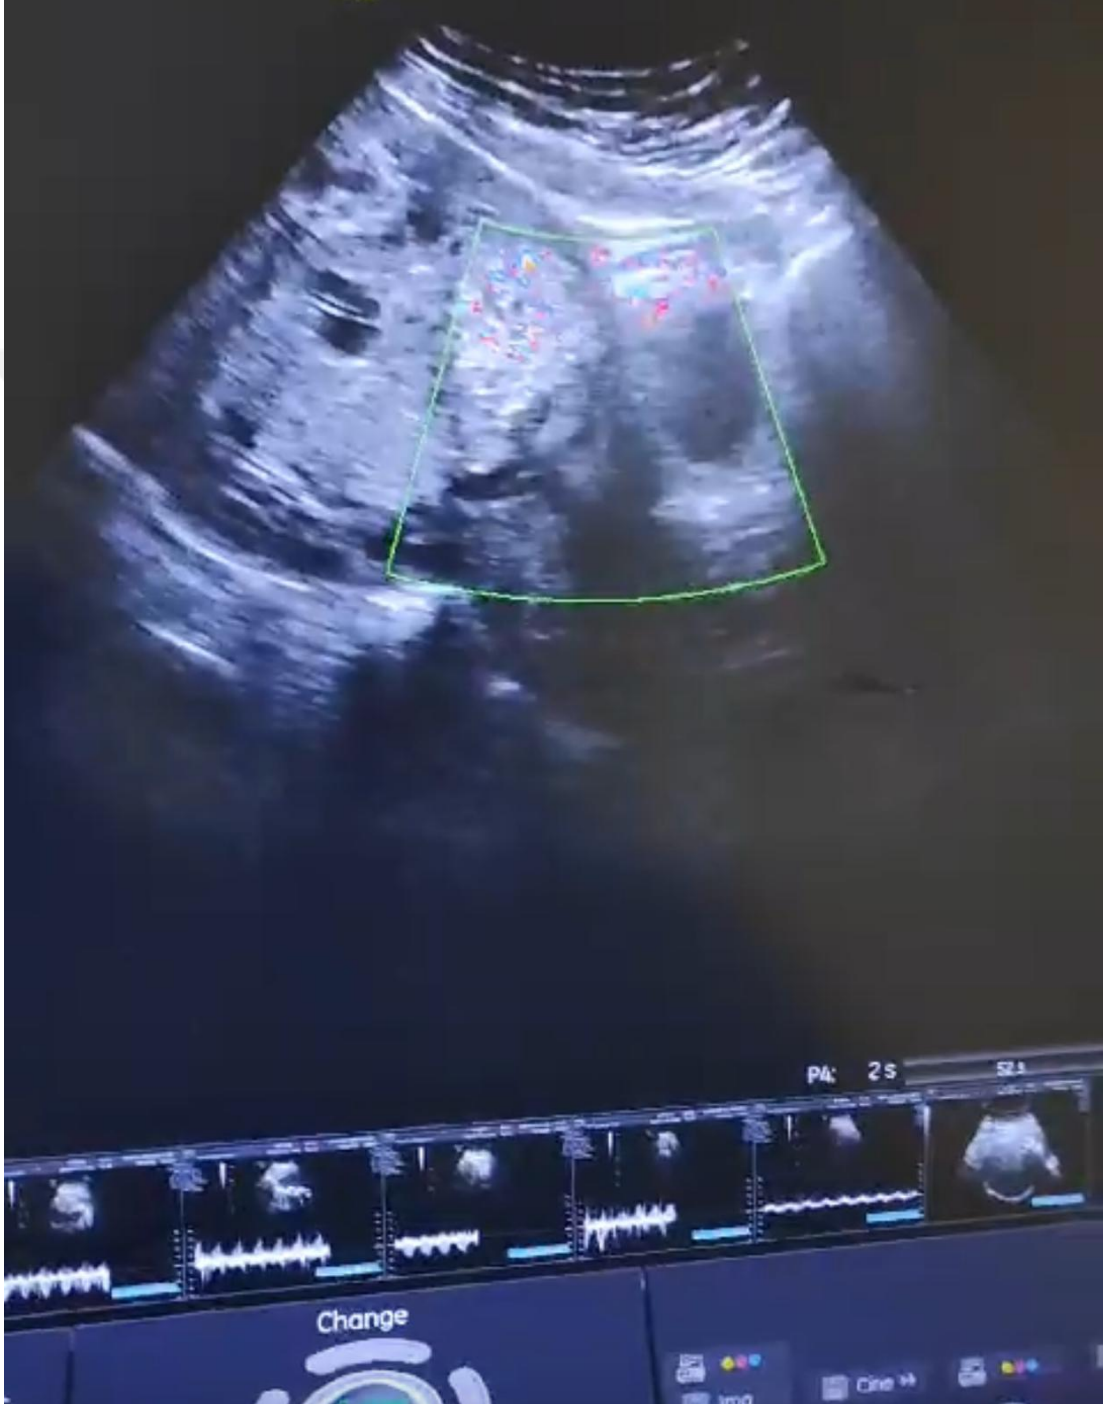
Plasenta Anterior Perkreata Doppler Ultrasonografi
